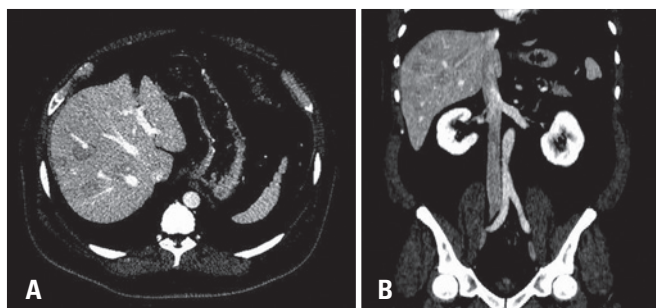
(A) Tomografia computadorizada na fase portal, evidenciando múltiplos nódulos hepáticos hipoatenuantes. As estruturas vasculares atravessam os nódulos sem sofrer desvios, denotando ausência de efeito de massa. (B) Reconstrução coronal da imagem A evidenciando múltiplos nódulos hepáticos hipoatenuantes. As estruturas vasculares atravessam os nódulos sem sofrer desvios, denotando ausência de efeito de massa
